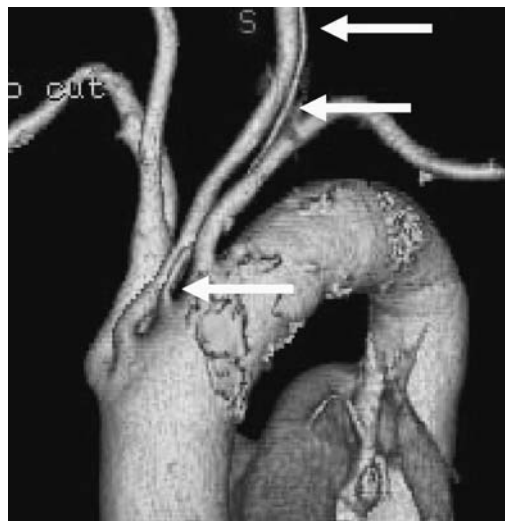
CT angiogram of the isolated left vertebral artery. The left vertebral artery (arrows) arises directly from the aortic arch.
